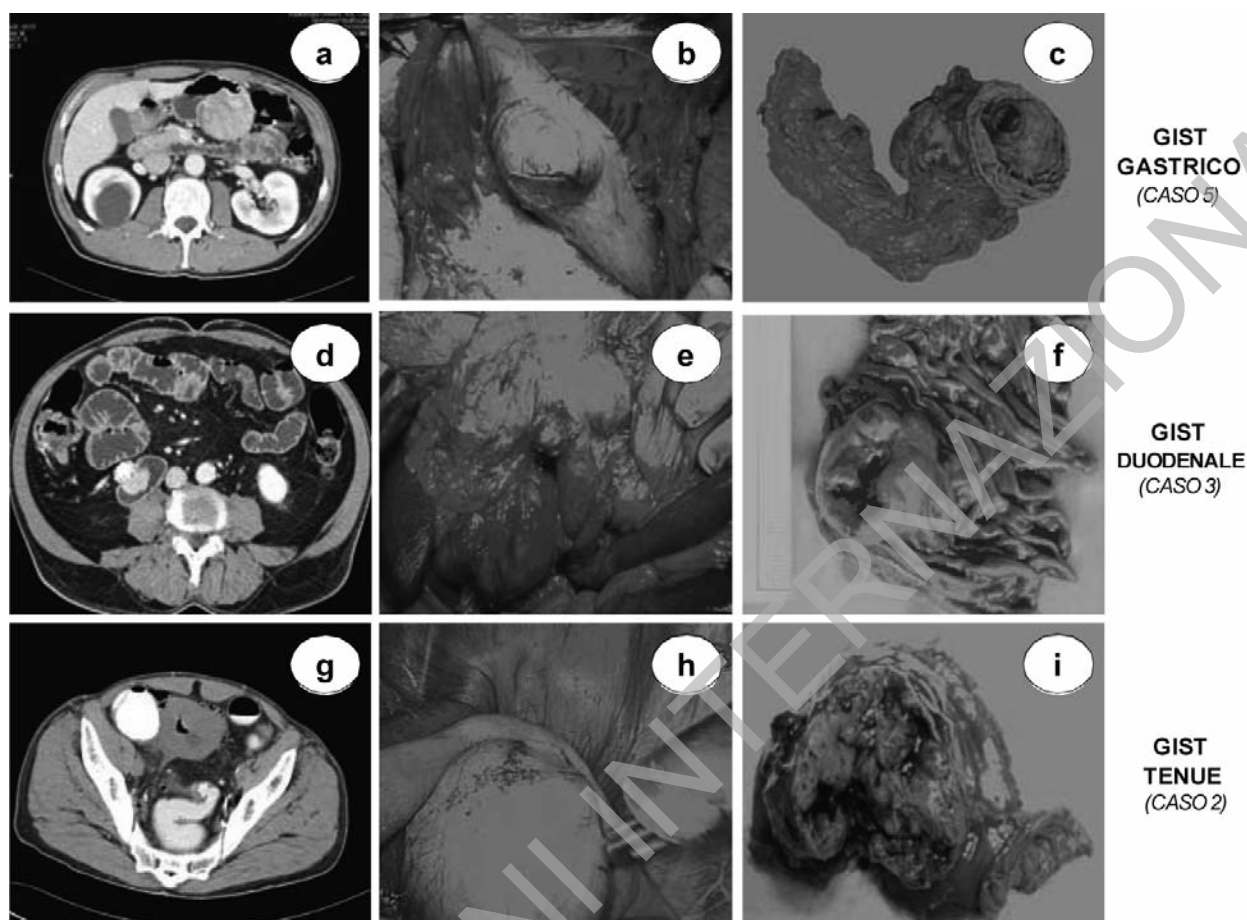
Caratteristiche radiologiche all'esame TC dell'addome e riscontro intraoperatorio delle lesioni tumorali. Vengono confrontate le immagini radiologiche e intraoperatorie con il pezzo chirurgico: GIST a localizzazione gastrica (caso 5, a-b-c), duodenale (caso 3, d-e-f) e del tenue (caso 2, g-h-i).
